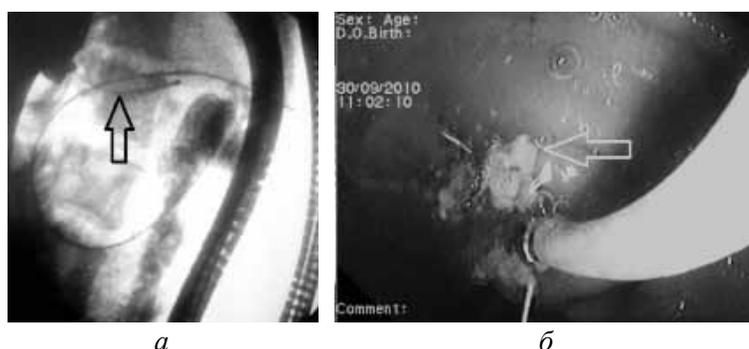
Рентгенограмма (а) и эндоснимок (б) ретроградной литоэкстракции из протока поджелудочной железы с помощью корзины Dormia. Черной стрелкой указана корзина Dormia в просвете протока, белой – удаленные фрагментированные конкременты в просвете кишки
